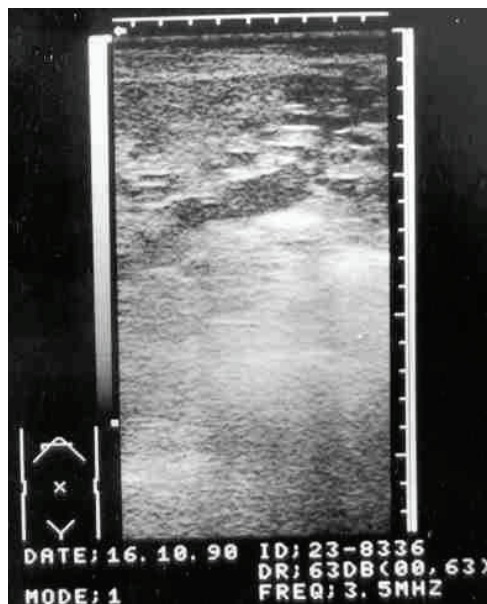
УЗИ: перидуктальный фиброз, резкое расширение внутрипеченочных протоков, в просвете их описторхозный детрит
